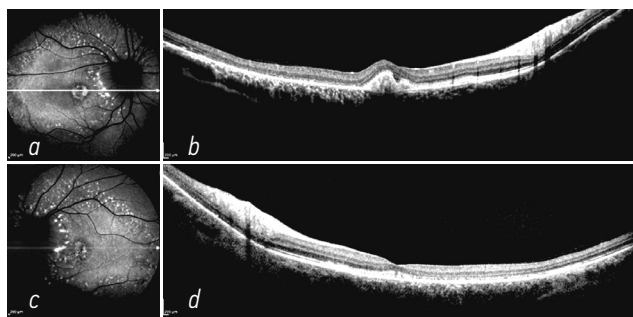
Аутофлуоресценция глазного дна пациентки. В макулярной области и по ходу аркад фокусы повышенной аутофлуоресценции (липофусцин) соответствуют светлым пятнам на рис. 1: *a* — правый глаз; *c* — левый глаз. Оптическая когерентная томография: в фовеа и парафовеально оптически плотное содержимое (вителлиформный материал); разрушение слоя фоторецепторов: *b* — правый глаз; *d* — левый глаз
